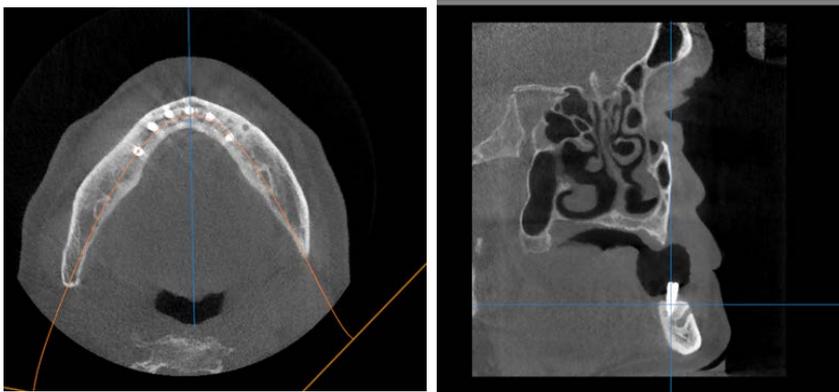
Corte axial Tomografía OnDemand F.D. Figura B. Corte cross seccional. Tomografía OnDemand F.D.
